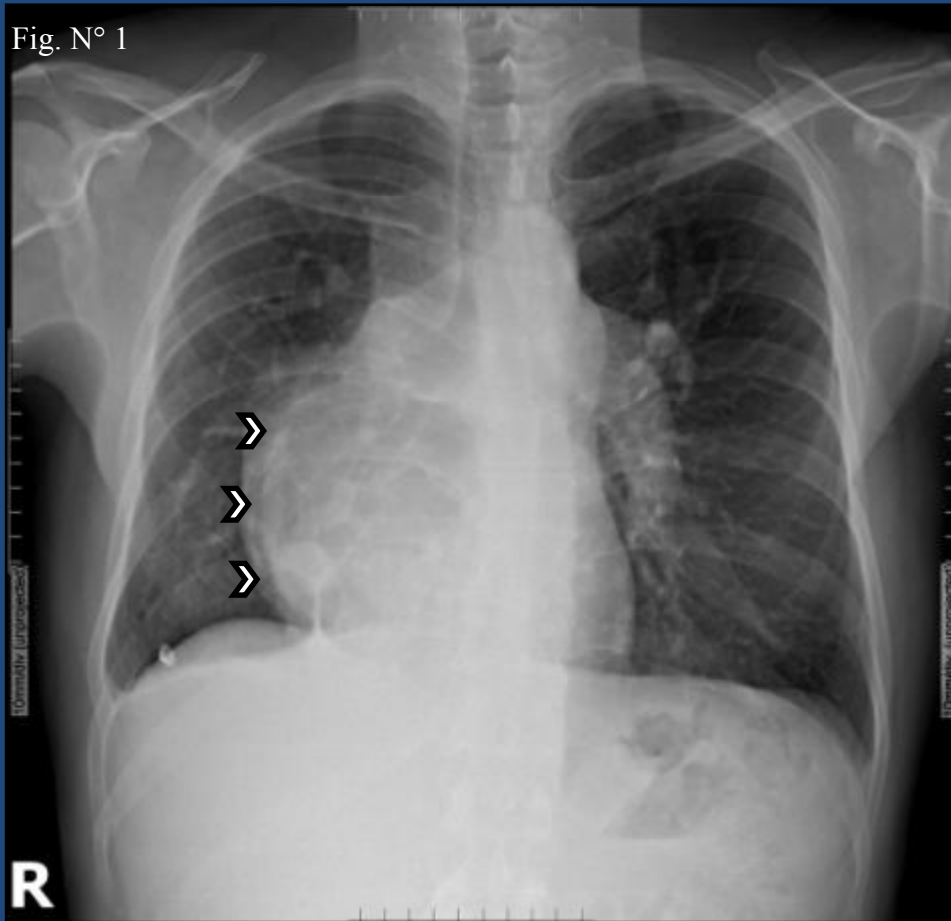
Paciente de sexo masculino con hipertensión pulmonar. Radiografía de tórax de frente donde se visualiza una opacidad lineal curva que desciende por el borde derecho de la silueta cardíaca hacia el ángulo cardiofrénico (Signo de la Cimitarra). (Puntas de flecha).
